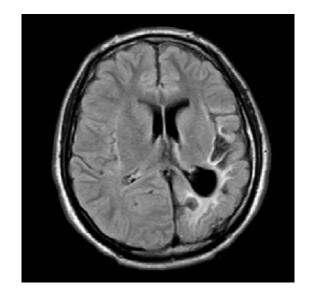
T1 ağırlıklı beyin manyetik rezonans görüntülerinde sol serebral hemisferde hemiatrofi, solda parietal lobda daha belirgin olmak üzere kistik ensefalomalazi alanları, beyaz cevherde volüm kaybı ve sol lateral ventrikülde asimetrik genişleme.
